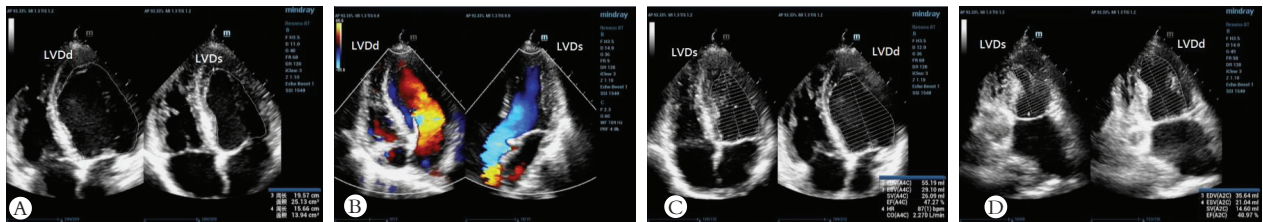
AMI 患者 PCI 术后多模态超声心动图
